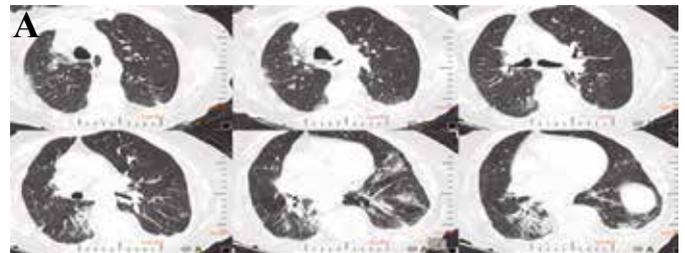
Homem, 70 anos. Foi atendido na Emergência com febre e crepitações nas bases pulmonares e no terço médio do hemitórax esquerdo, com a 1ª TC do tórax a mostrar o envolvimento pulmonar discreto (A). TC realizada após 16 dias na UTI mostrou melhora das lesões pulmonares, com boa evolução clínica. Nova TC realizada 2 meses e 9 dias depois, mostrou o aparecimento de pequenas lesões císticas no lobo inferior direito e no lobo superior esquerdo, ausentes no exame anterior (B).
